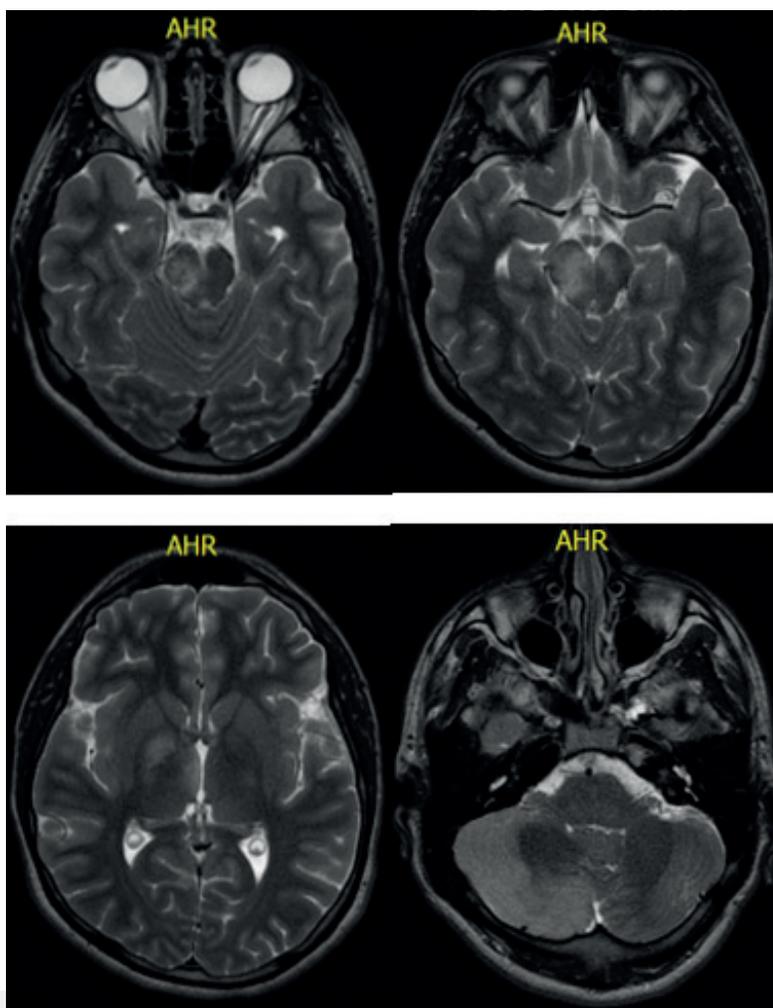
A. Cortes axiales de resonancia magnética cerebral, secuencia T2
